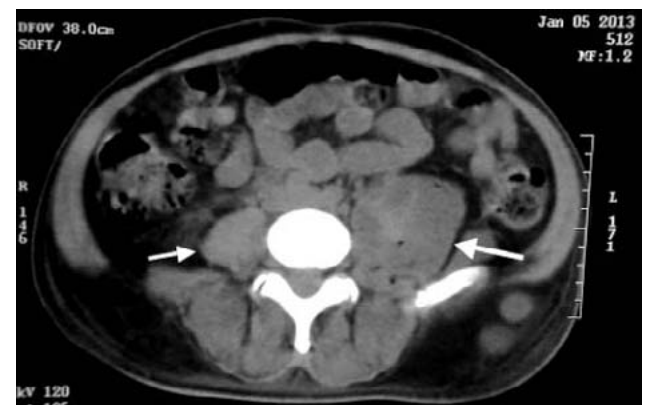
Tomografía abdominal realizada al ingreso. Absceso de músculo psoas bilateral, con mayor compromiso del psoas izquierdo (flecha larga)
